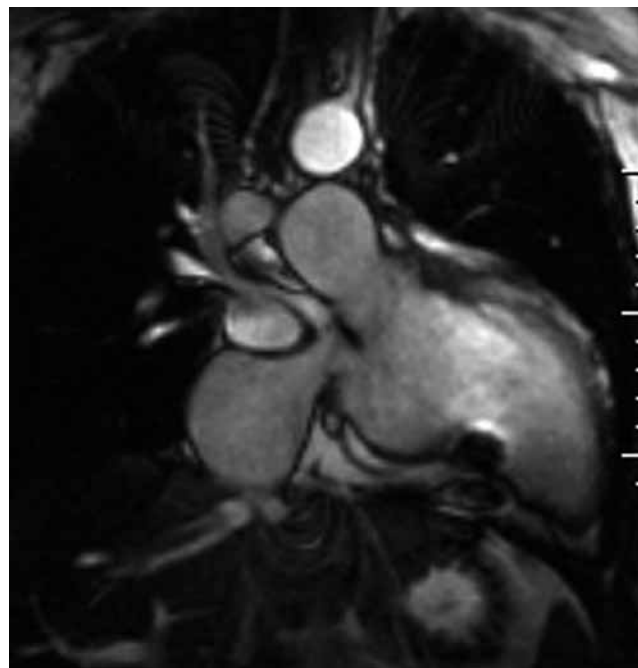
RM cardíaca, secuencia FIESTA, plano coronal oblicuo. Importante dilatación preestenótica de la vena cava inferior, en paciente con corrección tipo Mustard.
